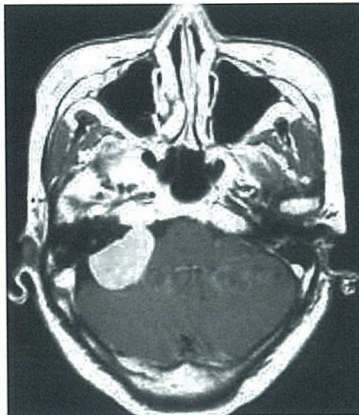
MRI T1 強調画像 腫瘍は錐体骨(無信号で黒く描出されている)に接している。
